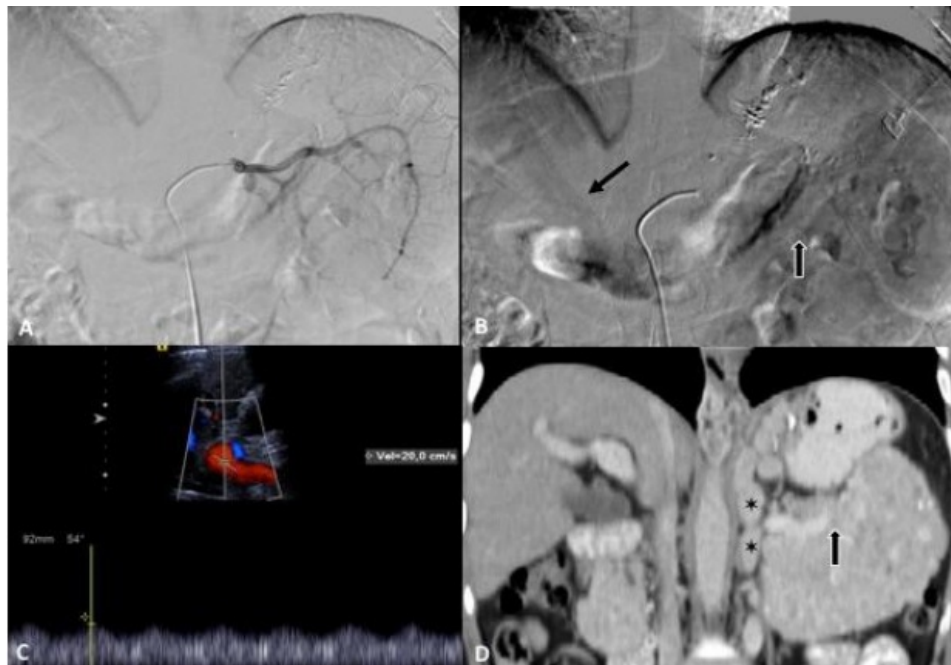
Angiografía selectiva de tronco celíaco. Imágenes que demuestran adecuada opacificación de la arteria esplénica (A) y durante la fase tardía o venosa (B) vena esplénica con disminución del calibre en la porción distal (flecha de bordes blancos) sin evidencia de trombosis esplénica o portal (flecha negra). Ultrasonido Doppler color y espectral (C) que demuestra vena porta permeable con velocidad normal. Reconstrucción coronal de tomografía computarizada multifásica de abdomen (D) que evidencia disminución del calibre de la vena esplénica (flecha) por crecimiento pancreático difuso además de circulación colateral perigástrica y periesplénica (*).
